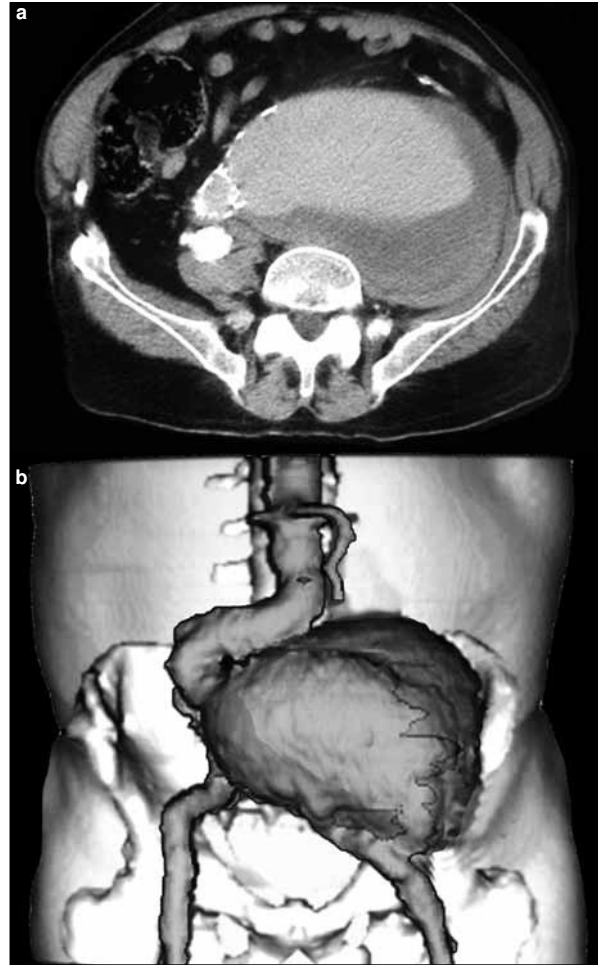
Angiotomografía abdominopélvica: a) Pseudoaneurisma ilíaco; b) Reconstrucción 3D.
